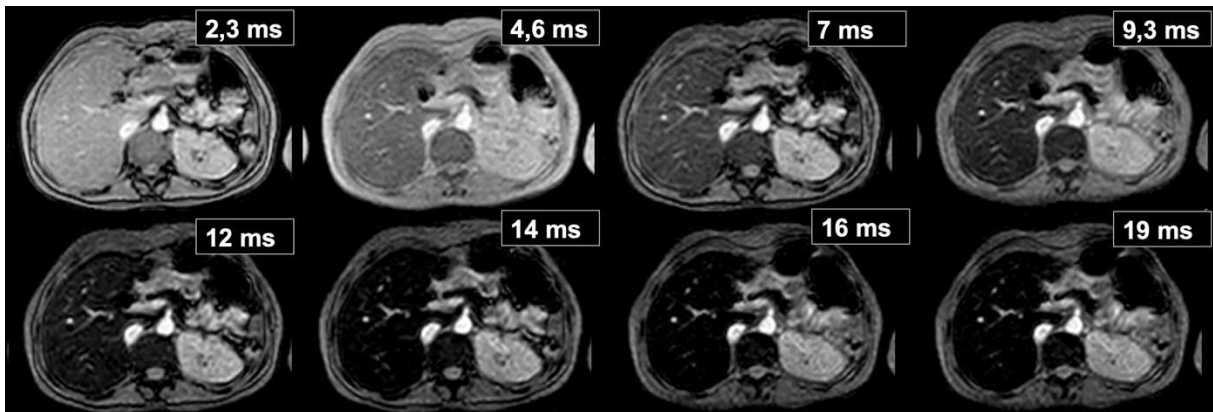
Coupes d'IRM représentant la chute du signal d'un foie présentant une surcharge en fer en fonction du TE (temps d'écho) en ms
